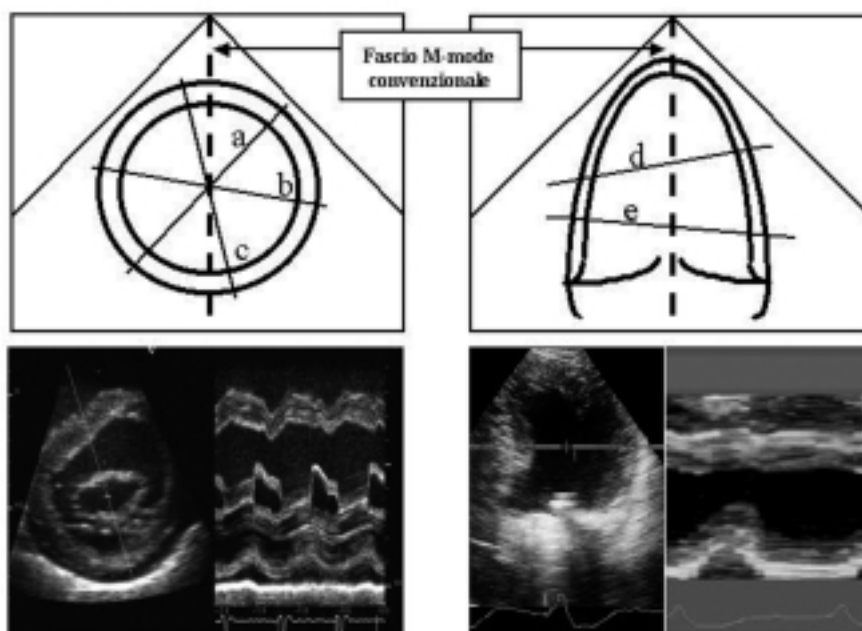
Libero orientamento della linea di analisi M-mode nella sezione parasternale asse corto (in alto a sinistra) e nella sezione 4 camere apicale (in alto a destra). Il fascio M-mode convenzionale è rappresentato con la linea tratteggiata. Le lettere a, b, c, d, e indicano le linee di analisi M-mode. Si noti in entrambe le ricostruzioni M-mode (in basso) la presenza di setto paradossale.
